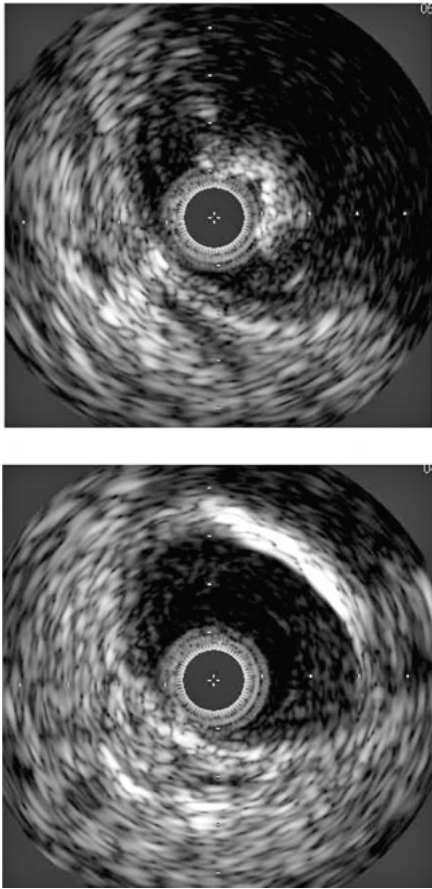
上腸間膜動脈の血管内超音波(IVUS)(治療前)
